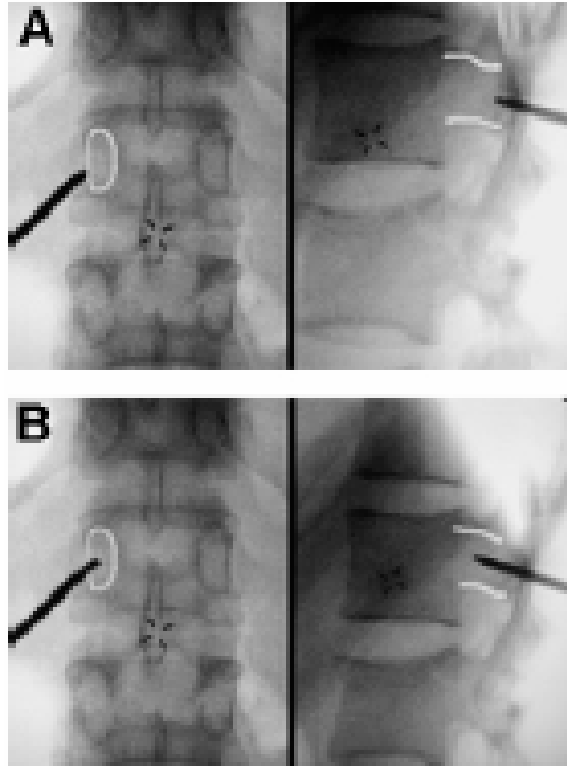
des radiographie per-opératoire par amplificateur de brillance, montrant le point de pénétration du pédicule (A) et la progression de la mèche dans le pédicule (B) avec ses repères sur la face et sur le profil [9].
